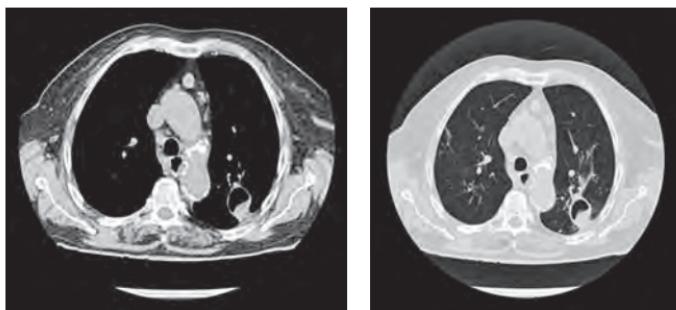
КТ-снимки пациентки Л.
